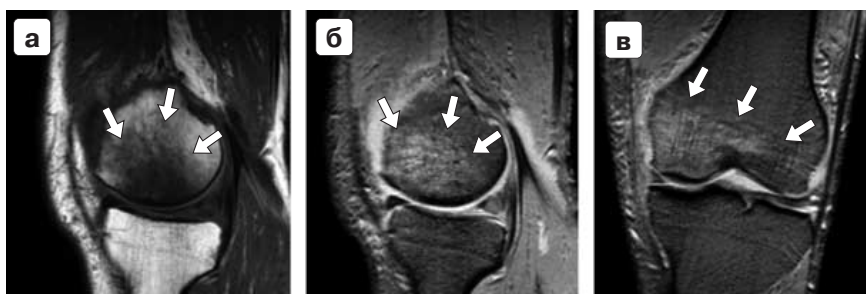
МР-томограммы больного А.
